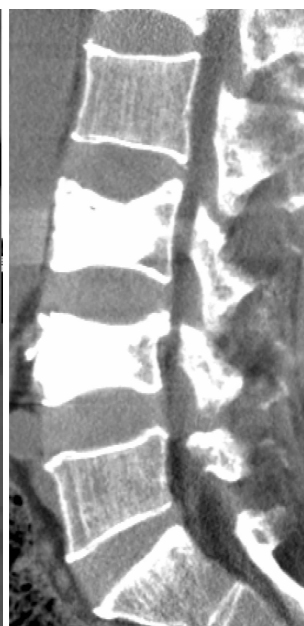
Sagittal plane of CT, multiple myeloma of the whole body (lumbosacral vertebral), showing osteoporosis, accompanied by compression fractures, after the bone cement filling
